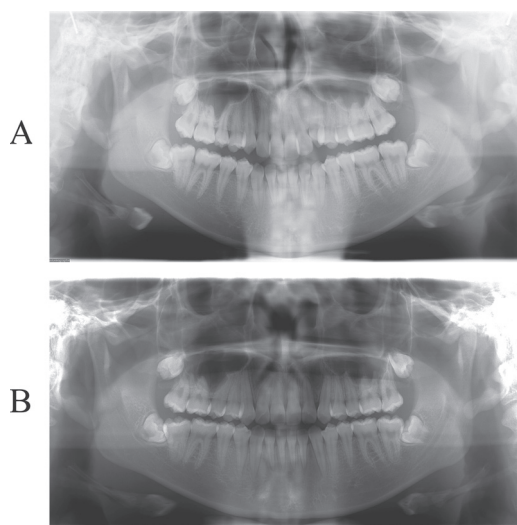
Panoramic radiograph. A: First examination (15Y10M). B: Retention (16Y10M).
